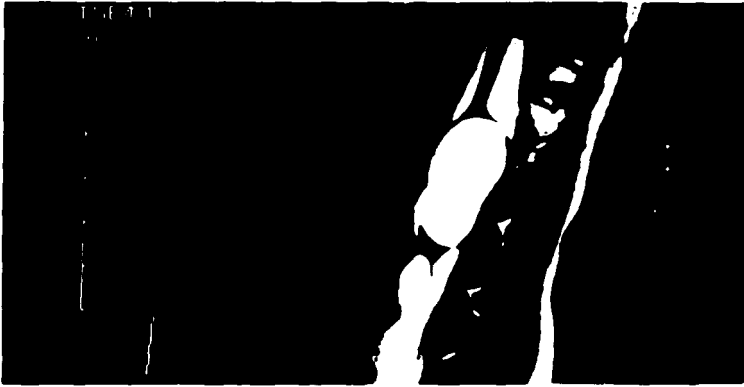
IRM EN PLANO SAGITAL DE EFECTO MIELOGRAFICO EN M 8 A, CON QUISTE INTRAMEDULAR.
